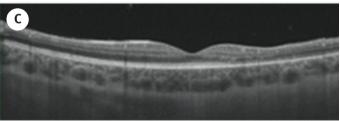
Tomografías de coherencia óptica (OCT) secuenciales en el tiempo de un agujero macular traumático en un varón de 13 años. A. OCT vertical del día del traumatismo; la agudeza visual era de 0,1 en el optotipo de Snellen, mostrando un agujero macular de 181 μm y atrofia del epitelio pigmentario de la retina a nivel superior macular. B. OCT vertical a los seis días, la agudeza visual era de 0,3. Se puede observar el agujero parcialmente cerrado. C. OCT vertical a los cuatro meses del traumatismo, la agudeza visual era del 0,6, se puede apreciar el cierre espontáneo del agujero macular. Todos los cortes son verticales, aunque se desvían de la fóvea ciertas micras, por lo que la zona de atrofia del epitelio pigmentario de la retina de las Figuras A y B no coincide con la Figura C.
